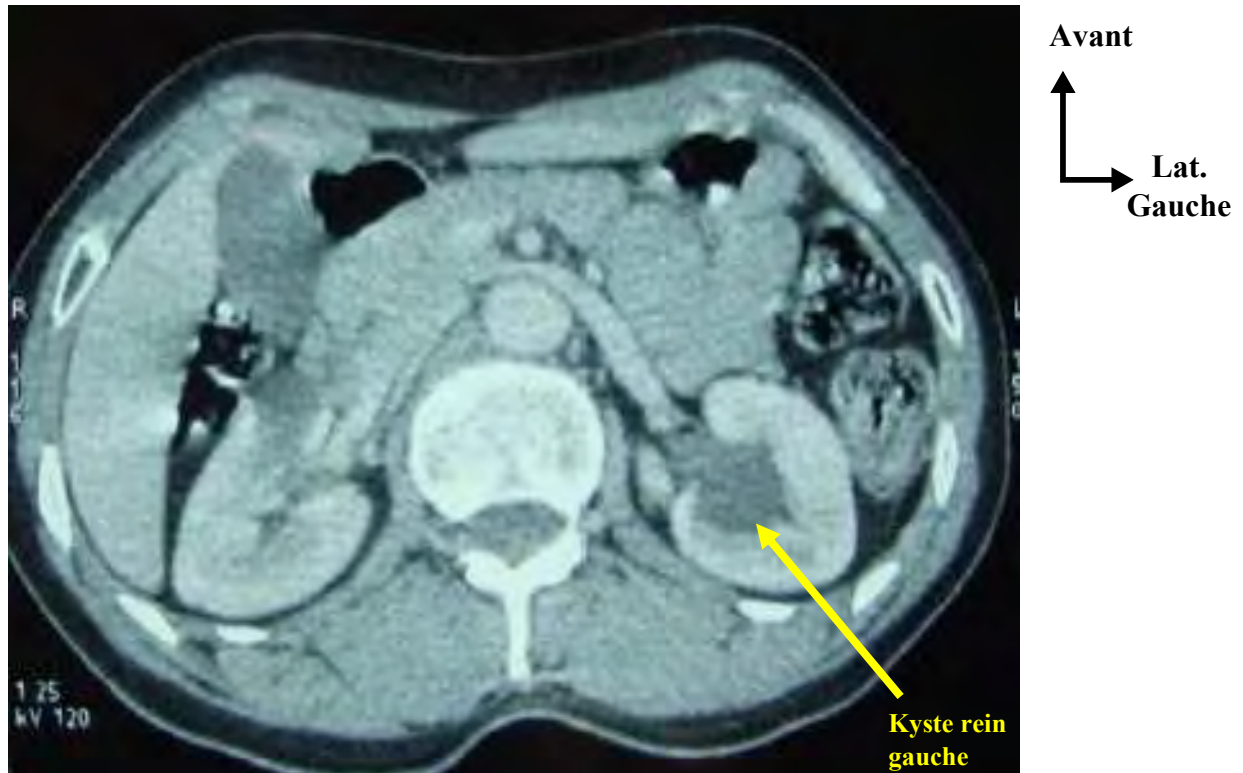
Image TDM à 3 ans post-exérèse laparoscopique d'un kyste rénal droit type I de Bosniak montrant l'absence de kyste sur le rein droit et une persistance du kyste de 54 x 44 mm médio-rénale parapyélique gauche Bosniak I.
